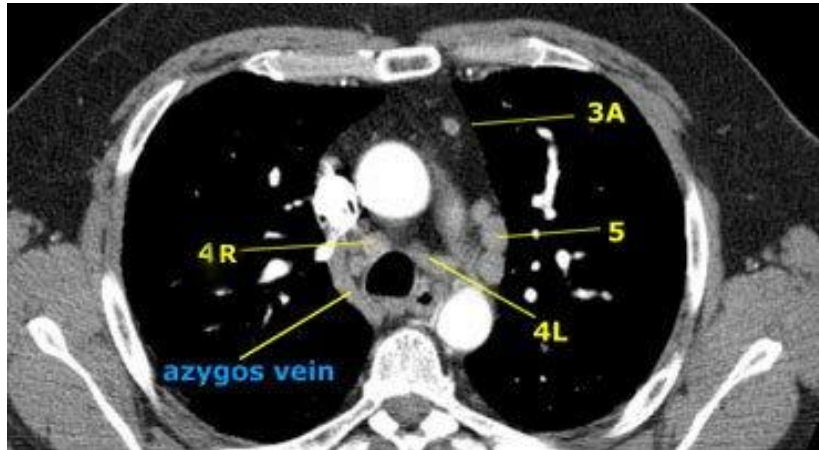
Prevasküler ve sağ üst paratrakeal LAP'lerin BT görünümüleri (91).
